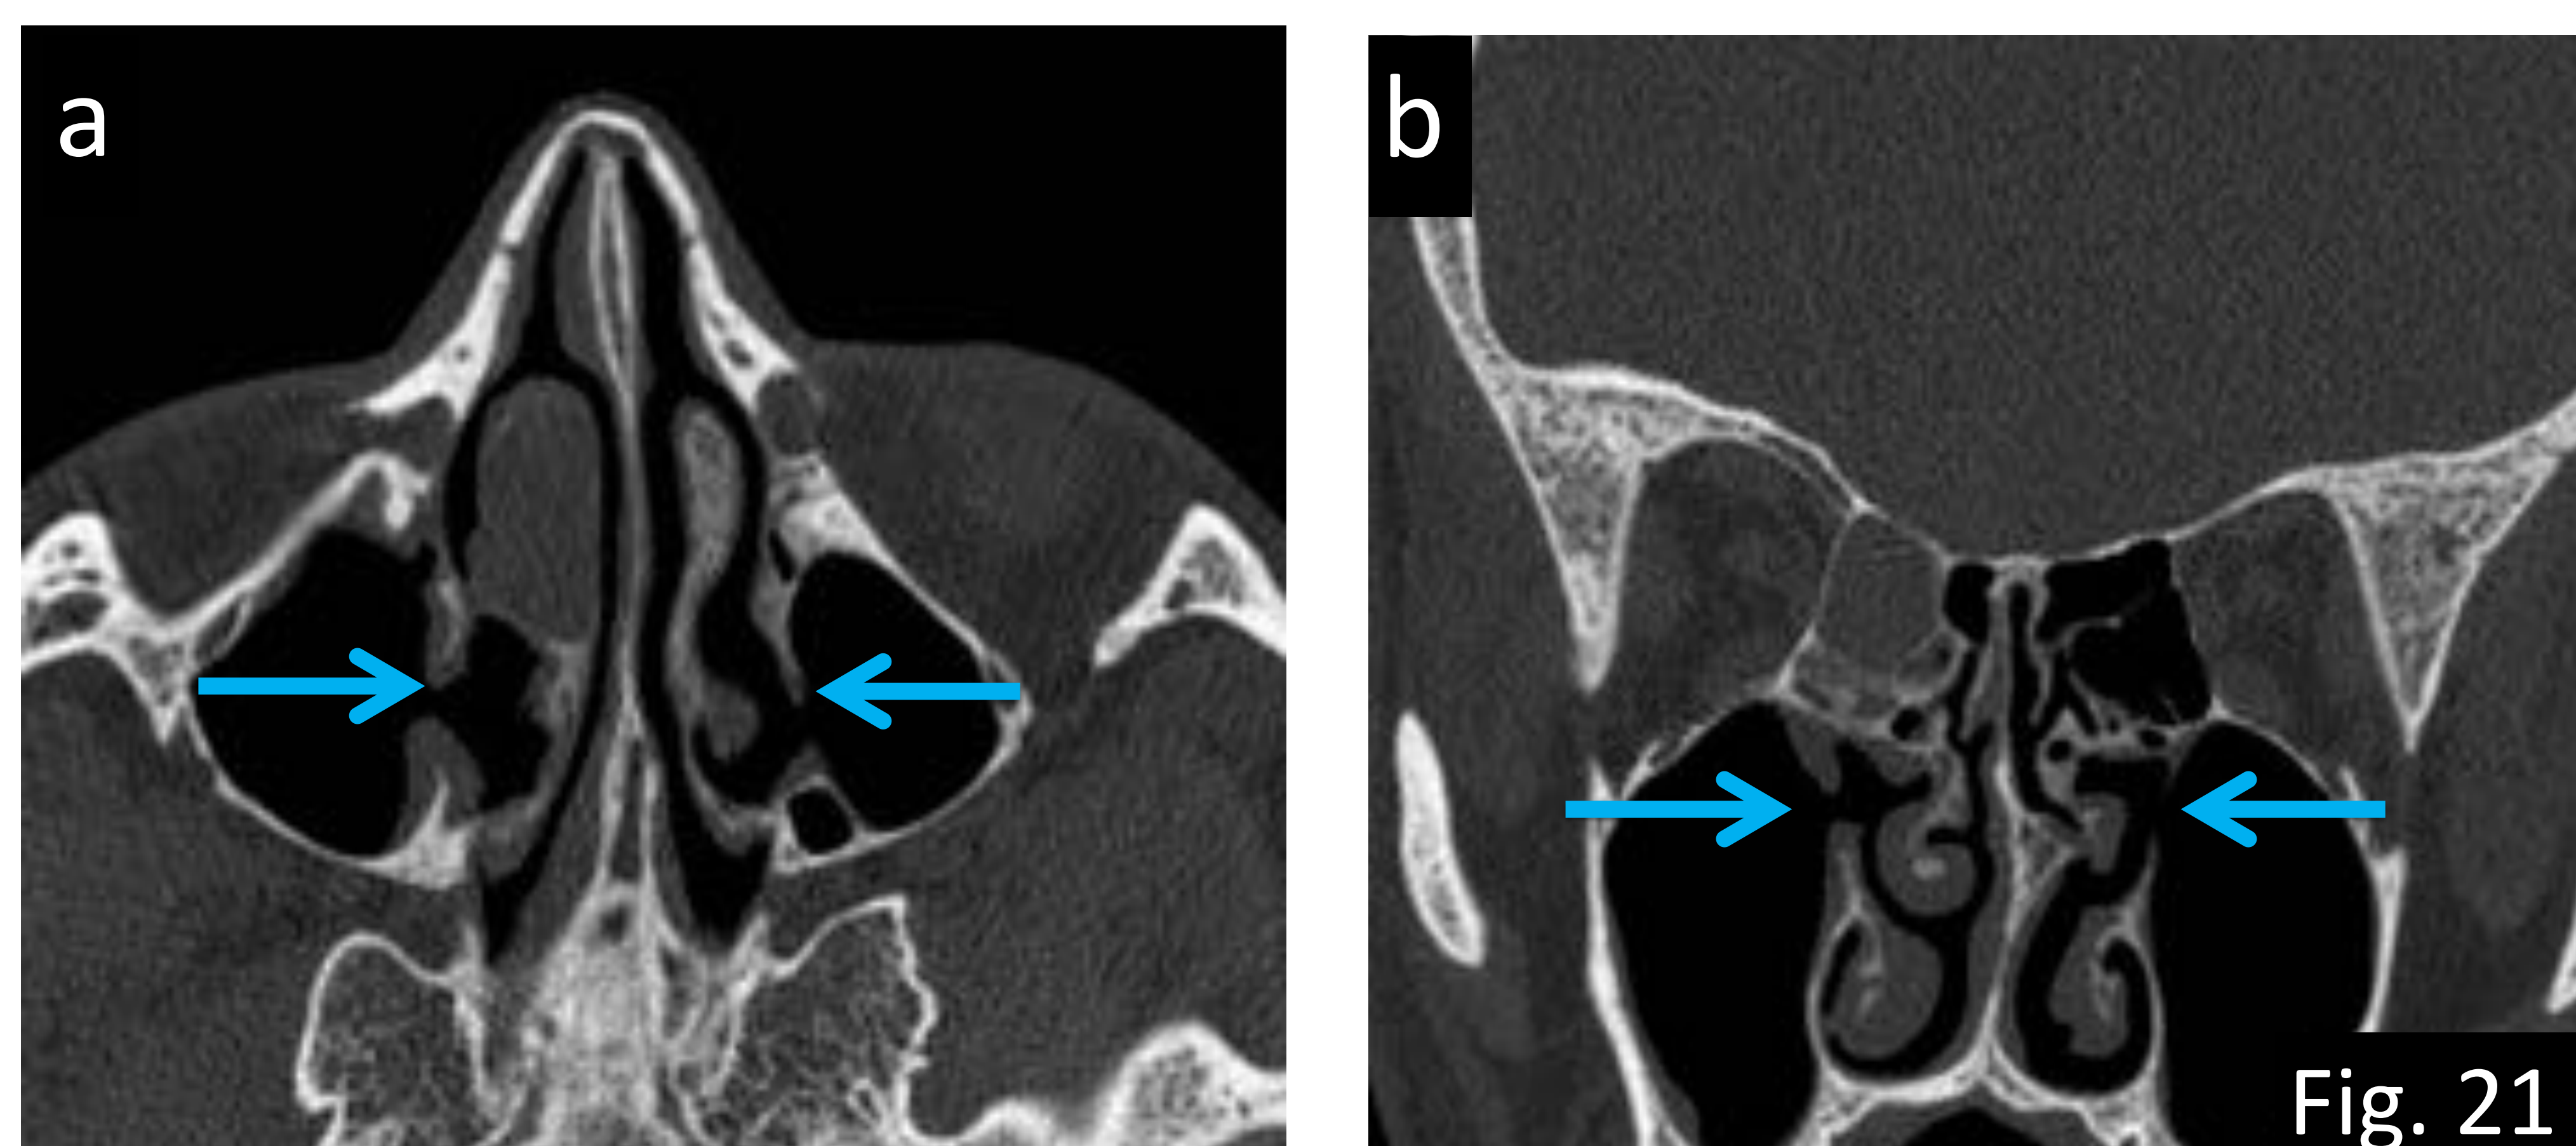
Ejemplo de variante anatómica que puede simular patología en el seno maxilar. a) TC axial y b) TC coronal con ventana hueso donde se demuestra la presencia de ostium maxilares accesorios bilaterales (flechas).
